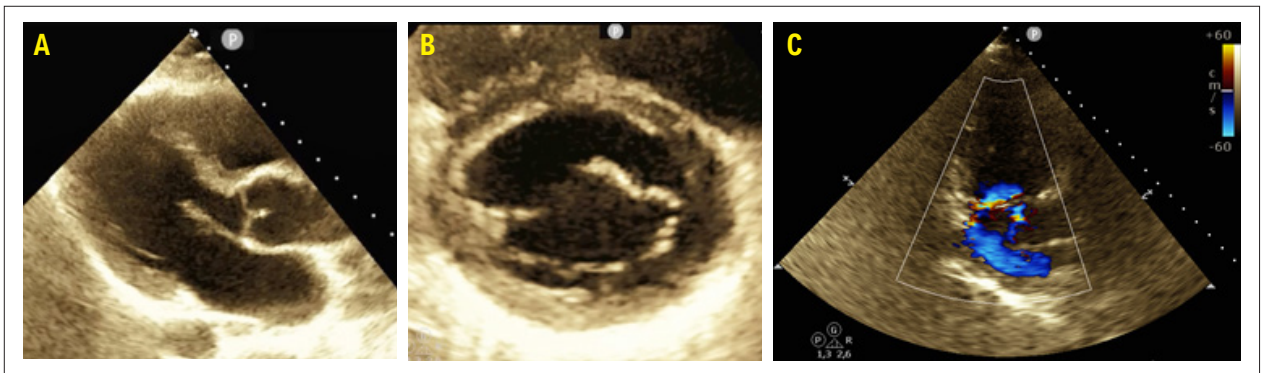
Hipoplasia da CP da VM no ecocardiograma transtorácico: (A) eixo longo paraesternal demonstrando CA alongada desproporcional ao tamanho da CP; (B) eixo curto da VM demonstrando ausência de estenose; (C) apical duas câmaras evidenciando jato excêntrico de regurgitação.
